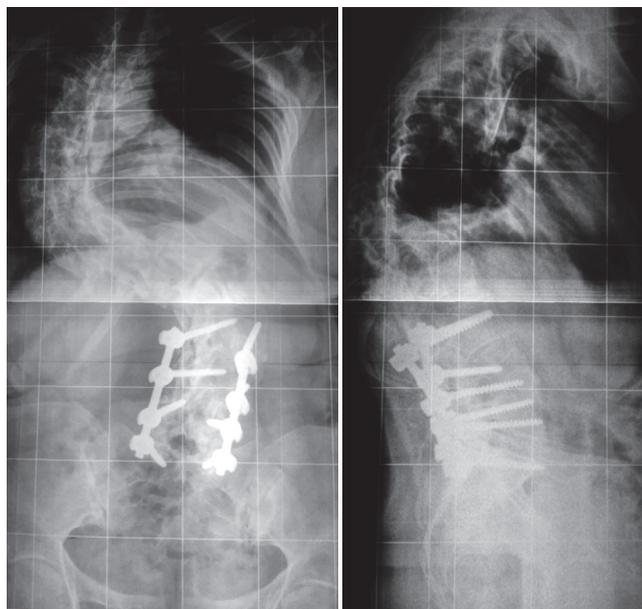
Рентгенограммы пациентки 63 лет с последствиями идиопатического сколиоза IV стадии после оперативного лечения. Выполнена транспедикулярная фиксация без коррекции деформации
